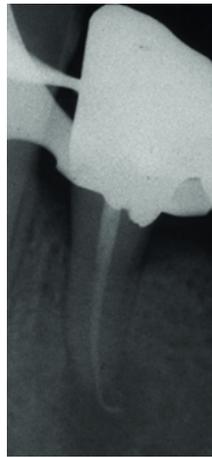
Radiographie rétro-alvéolaire d'une 34 présentant une surobturation [30].
